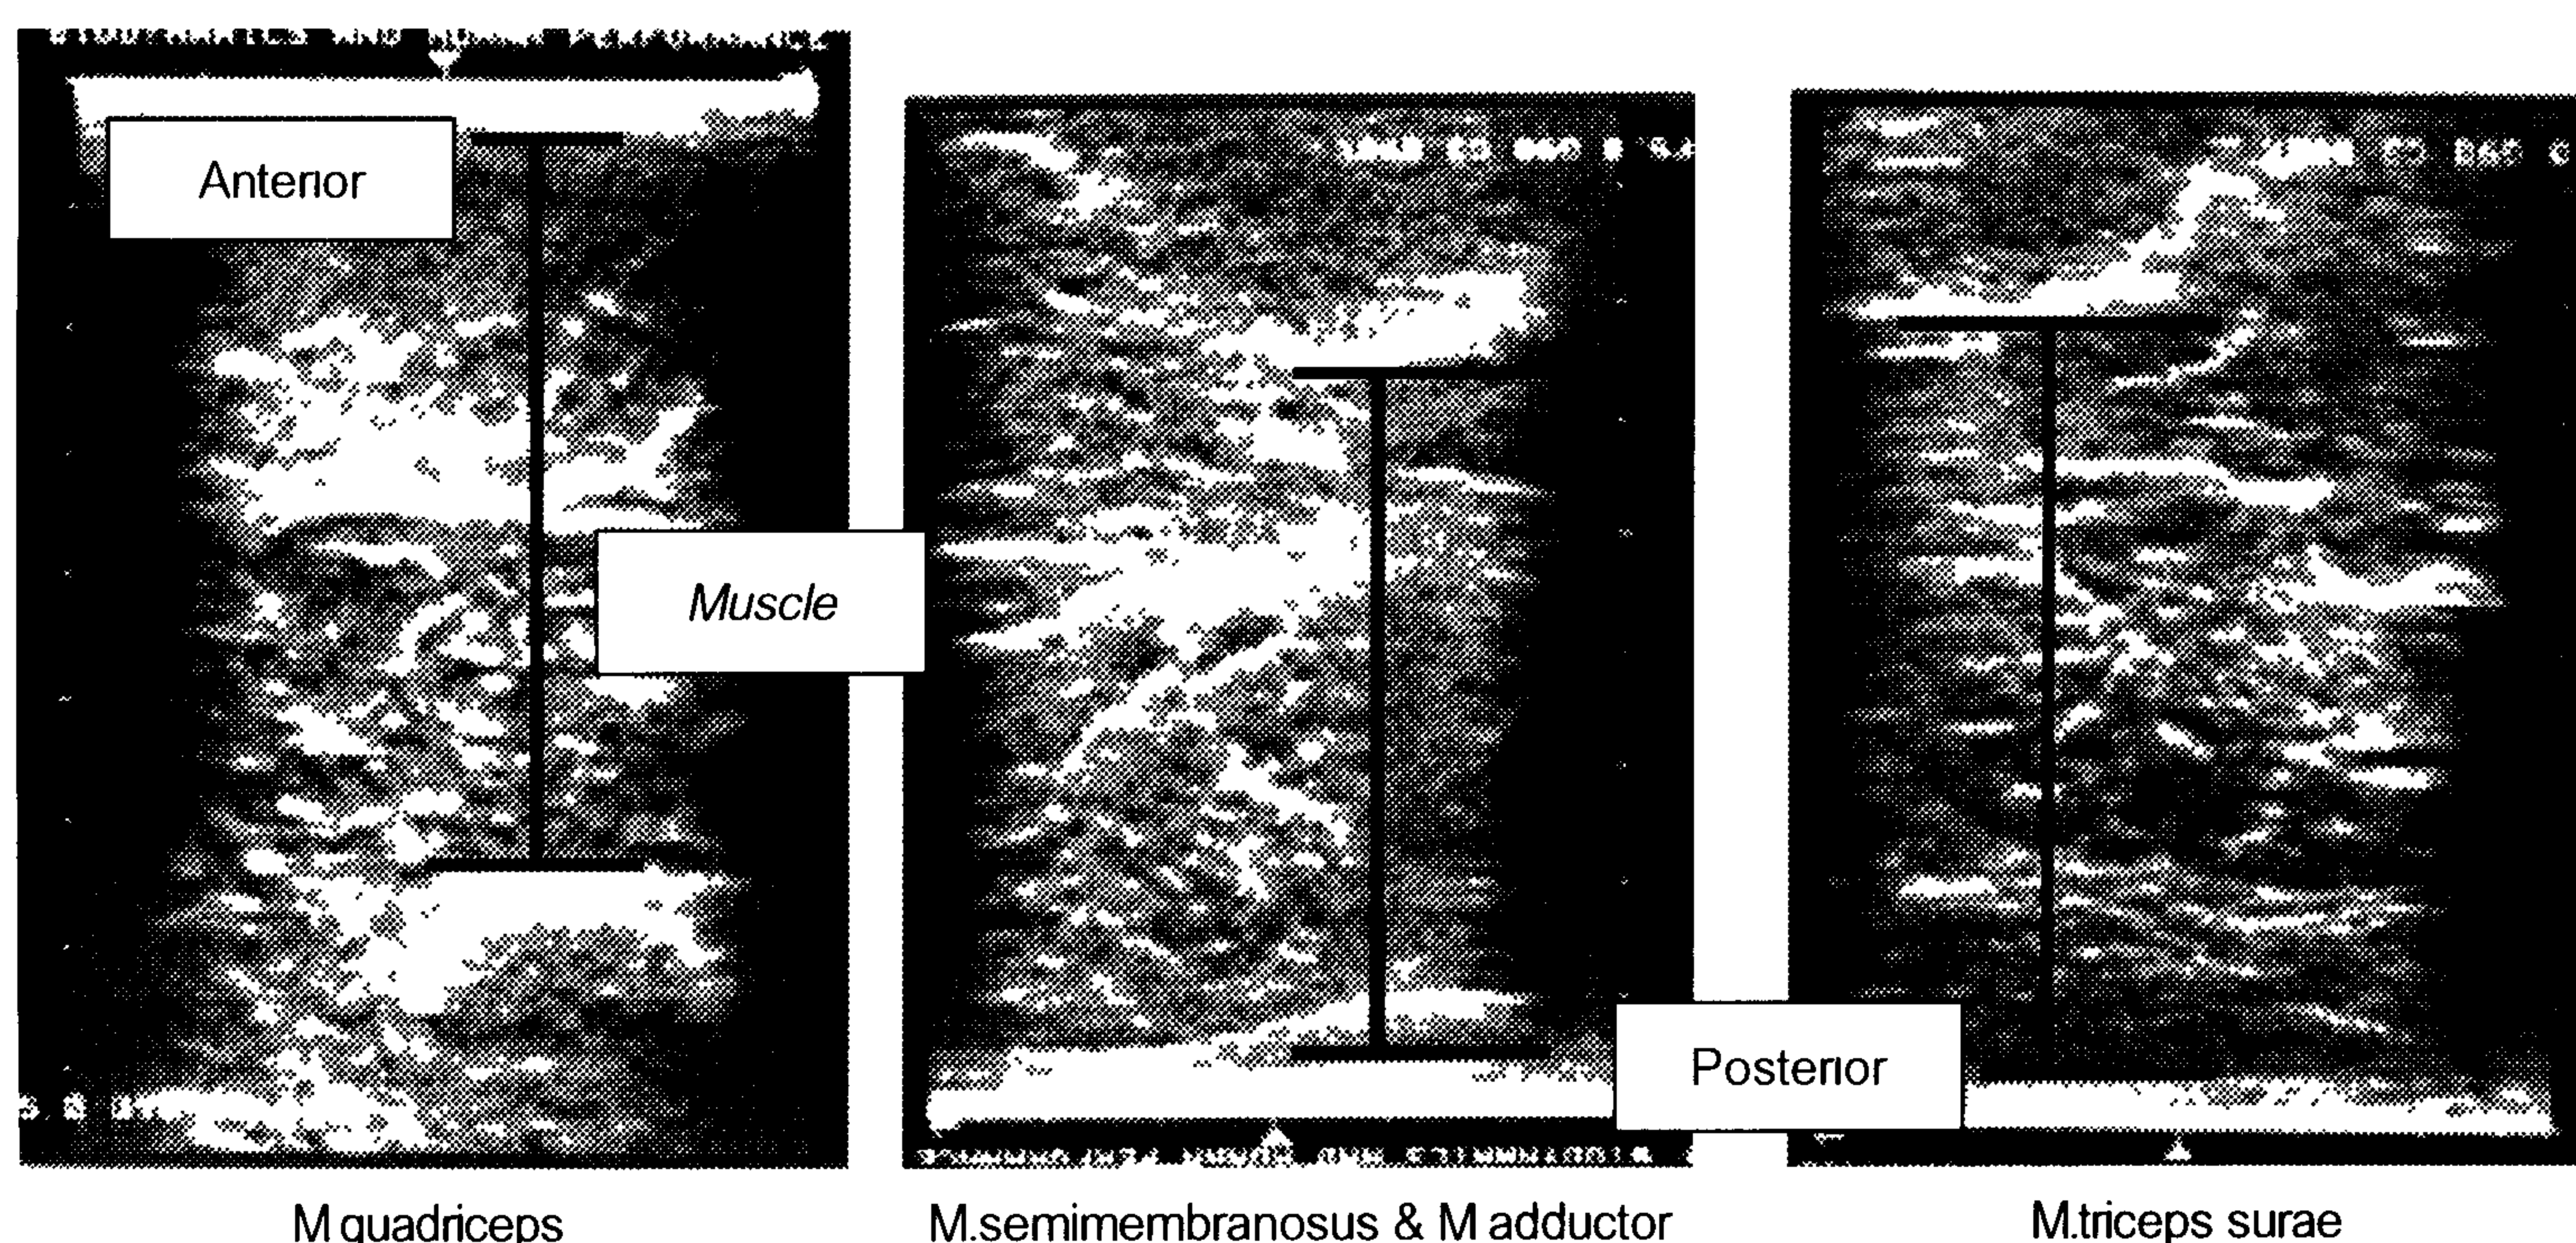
The muscle thickness was measured by using B-mode ultrasonic method.
